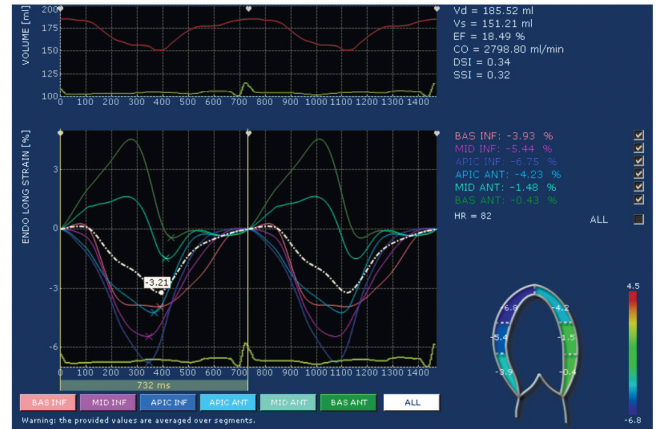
Эхокардиография больного П., апикальная 2-х камерная позиция, Strain-анализ.
